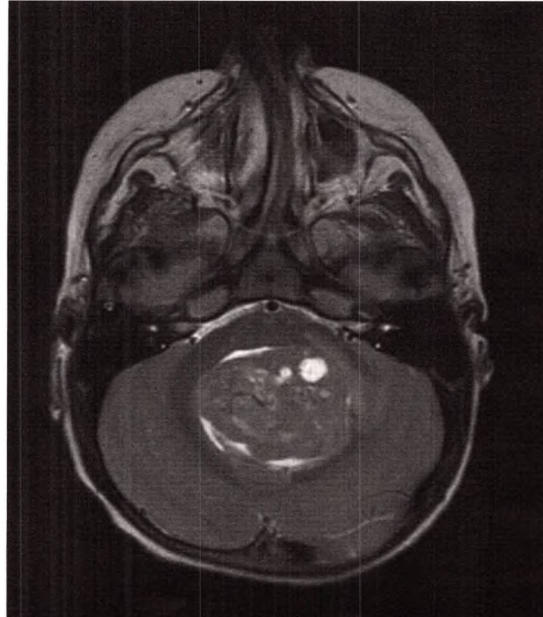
IRM en pondération T2, coupe axiale. Tumeur homogène, située au niveau du quatrième ventricule. Médulloblastome.
